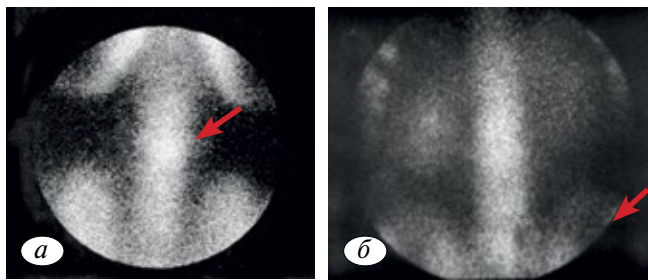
Сцинтиграммы при спондилолизе.
